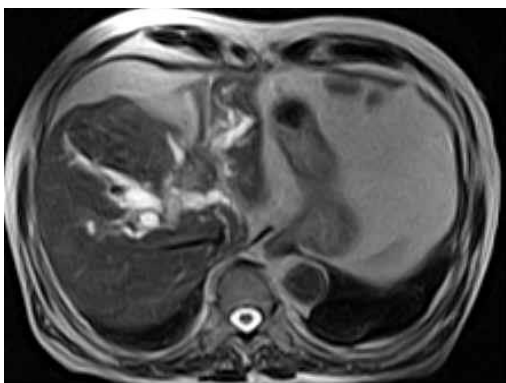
КТ - изображение холангиокарциномы;
